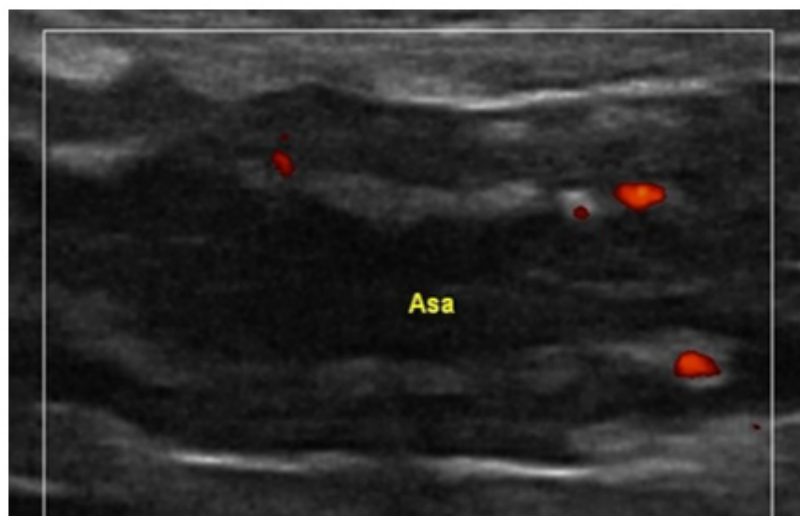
Engrosamiento con detección de flujo Doppler en la pared engrosada de íleon distal.
